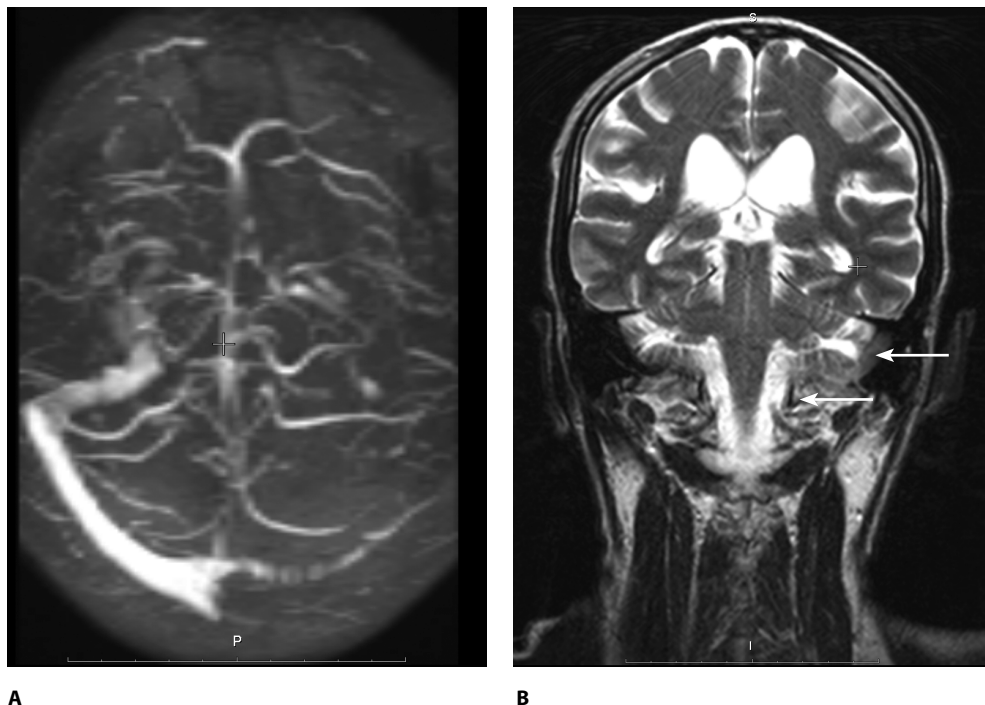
Тромбоз синусов твердой оболочки головного мозга. А – отсутствие визуализации левого поперечного и сигмовидного синусов. Бесконтрастная МР-венография, IP-реконструкция; аксиальная плоскость. В – тромб в левом сигмовидном синусе (→). МРТ, T2-взвешенное изображение; корональная плоскость
